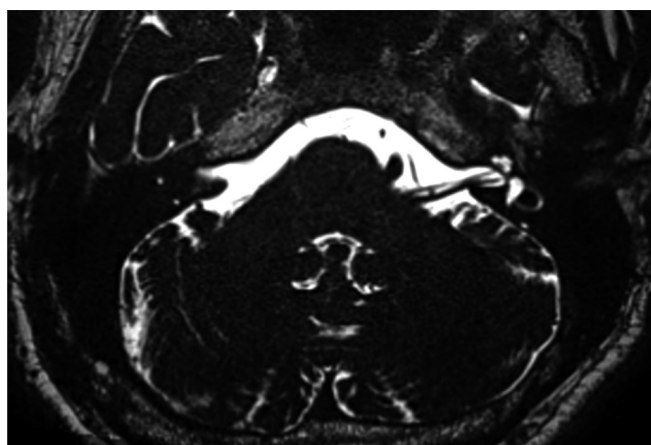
Magnetic resonance image of a left-sided Type 1B vascular loop in a 38-year-old male patient with left-sided tinnitus.
